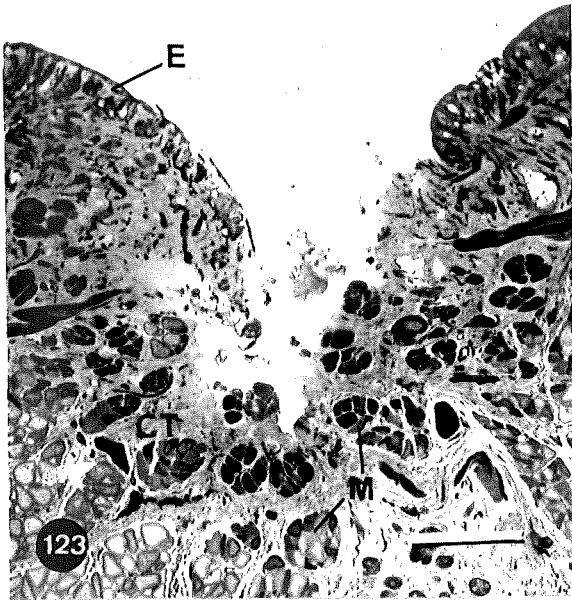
Immediatament després de la realització del tall, els teixits dels marges de la ferida queden exposats al medi extern. Coloració blau de toluidina. CT: teixit connectiu. E: epiteli. M: fibra muscular. Barra: 100 µm.
